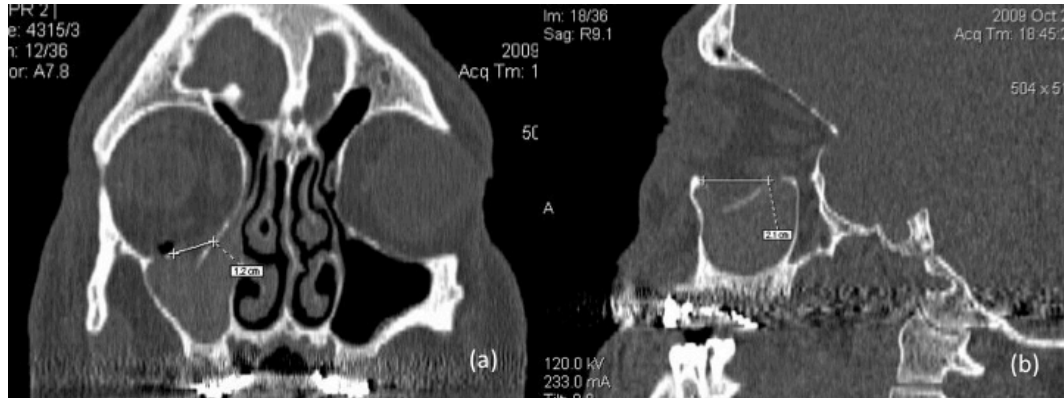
TC (a) esempio di misurazione sul piano coronale; (b) esempio di misurazione sul piano sagittale.
